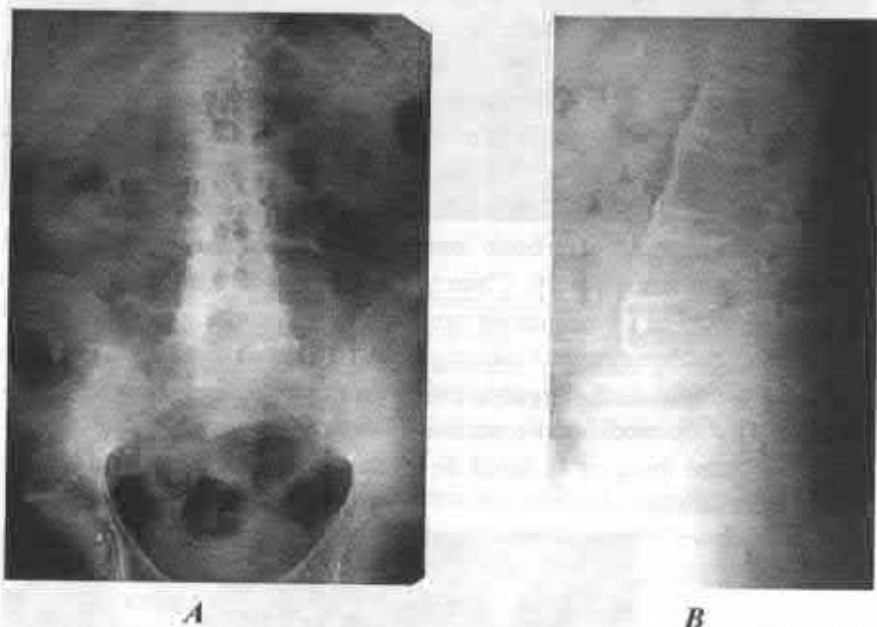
Radiografia vertebrelor lombare în 2 incidente (A, B); anchiloza articulațiilor sacroiliace, anchiloza articulațiilor intervertebrale, sindesmofite, coloană vertebrală „de bambus”.
